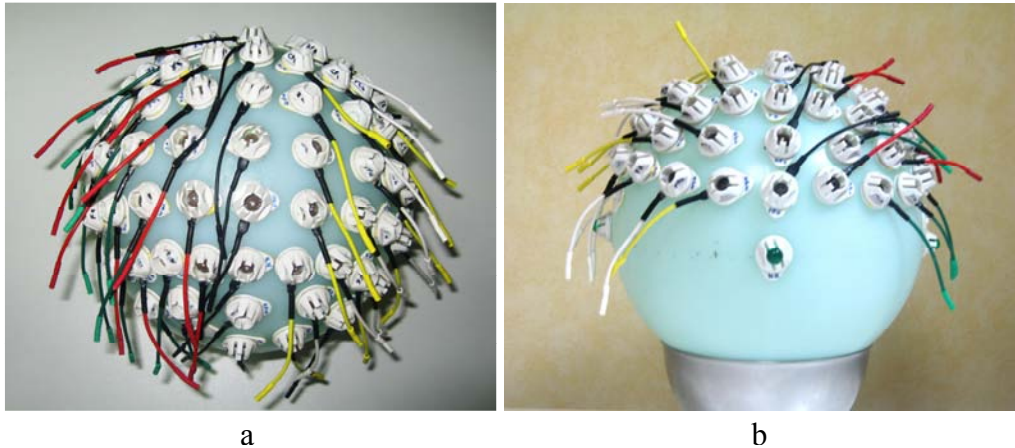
Vue de dessus (a) et de face (b) du fantôme de tête IRM avec les 64 prototypes de capteurs EEG-IRM. Sur ces images, les marqueurs IRM n'ont pas encore été positionnés au niveau des prototypes.
